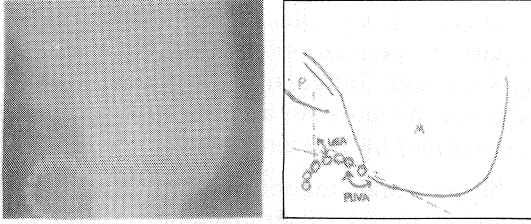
Metal tesbih zincir üretrosistografisi yapılmış bir Tip I stres üriner inkontinens olgumuz. Posterior üretrovezikal açı >100
